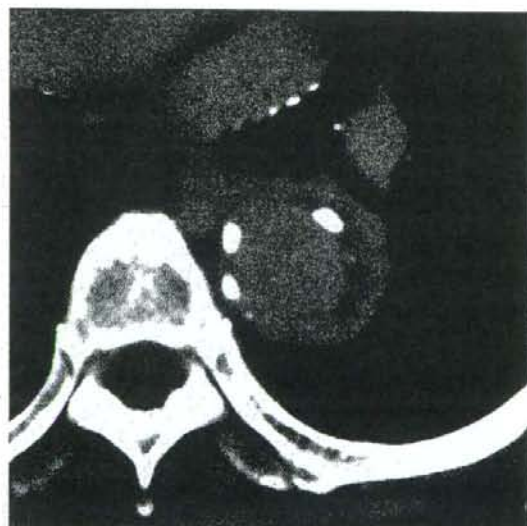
典型的なRim Enhancement (RE) 発症29日後造影CT後期相
